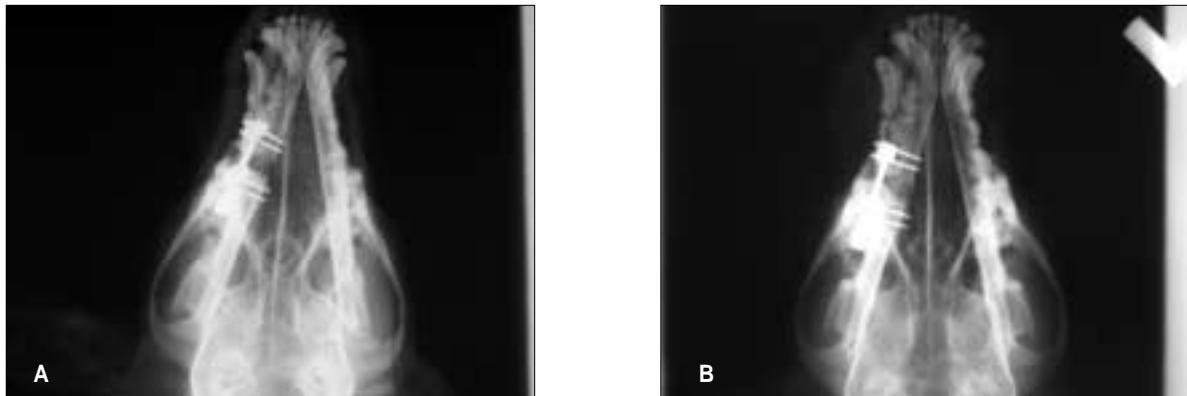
Radiographs demonstrating the distraction and healing of the mandible. (A) Immediately after completion of distraction showing a distraction gap. (B) 28 days after completion of distraction; note the bone consolidation within the gap.
